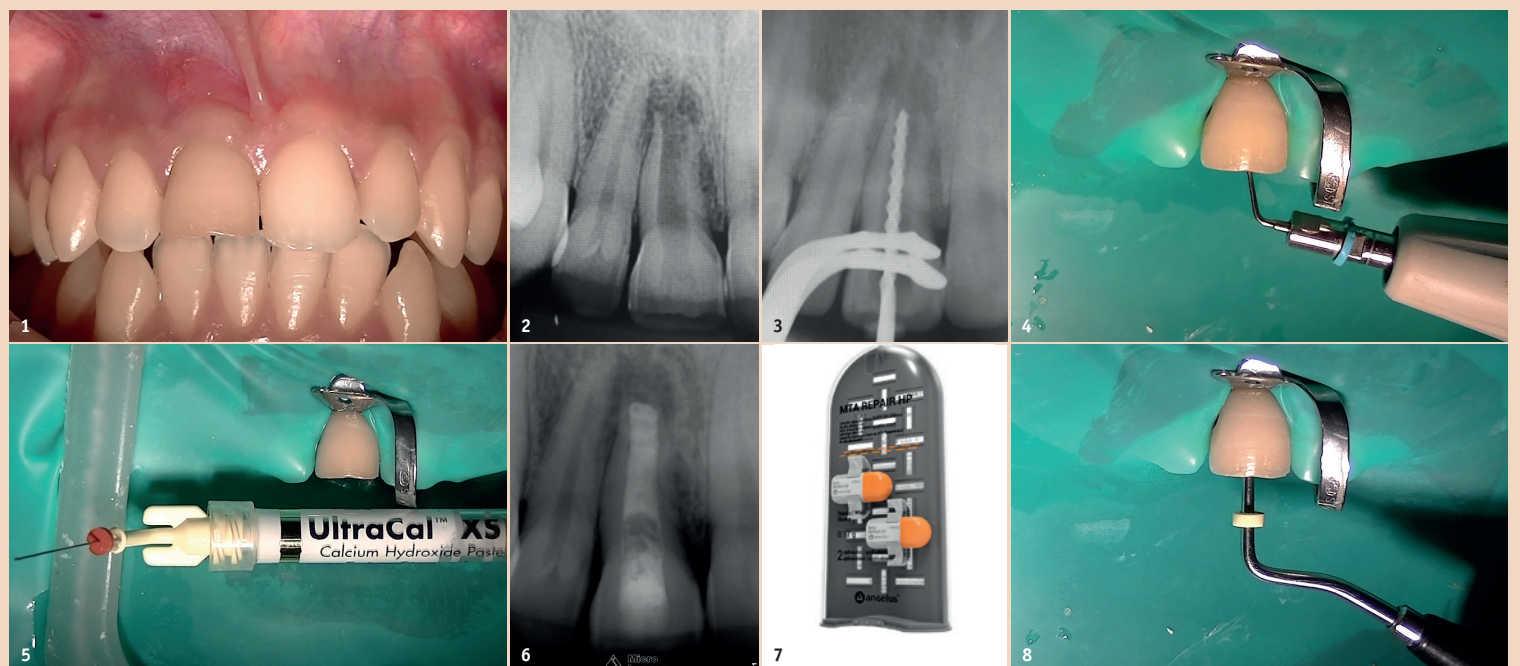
Klinischer Aspekt des Zahnes 11. – Abb. 2: Radiologische Ausgangssituation. – Abb. 3: Röntgenbild der Längenbestimmung. – Abb. 4: Ergänzung der chemomechanischen Aufbereitung mit Ultraschallaktivierung. – Abb. 5: Intrakanaläre Einlage mit Calciumhydroxid. – Abb. 6: Radiologisches Bild der medikamentösen Einlage mit Calciumhydroxid. – Abb. 7: Verabreichungsform des MTA REPAIR HP (Angelus). – Abb. 8: Direkte Kondensierung des MTA REPAIR HP.
